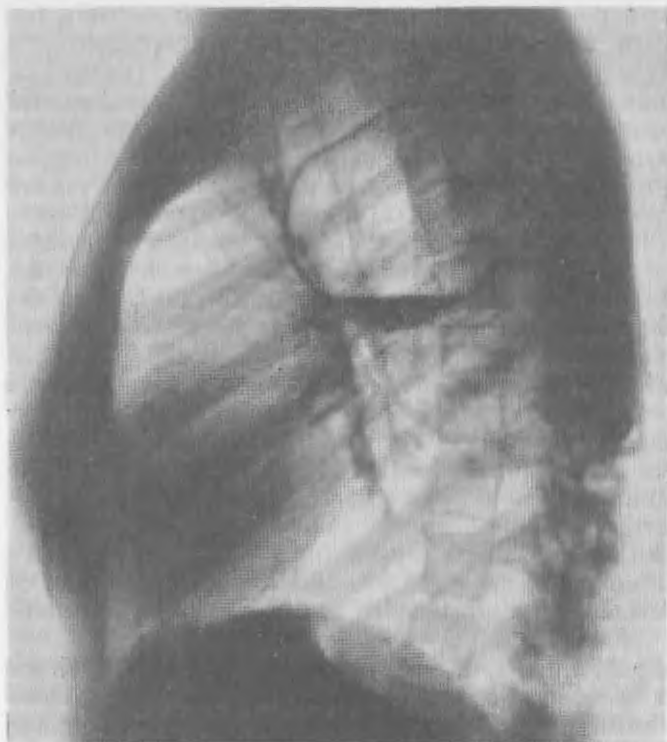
Боковая рентгенограмма левого легкого при солитарной кисте верхней доли. В нижней части заполненной воздухом кисты виден горизонтальный уровень жидкости.
